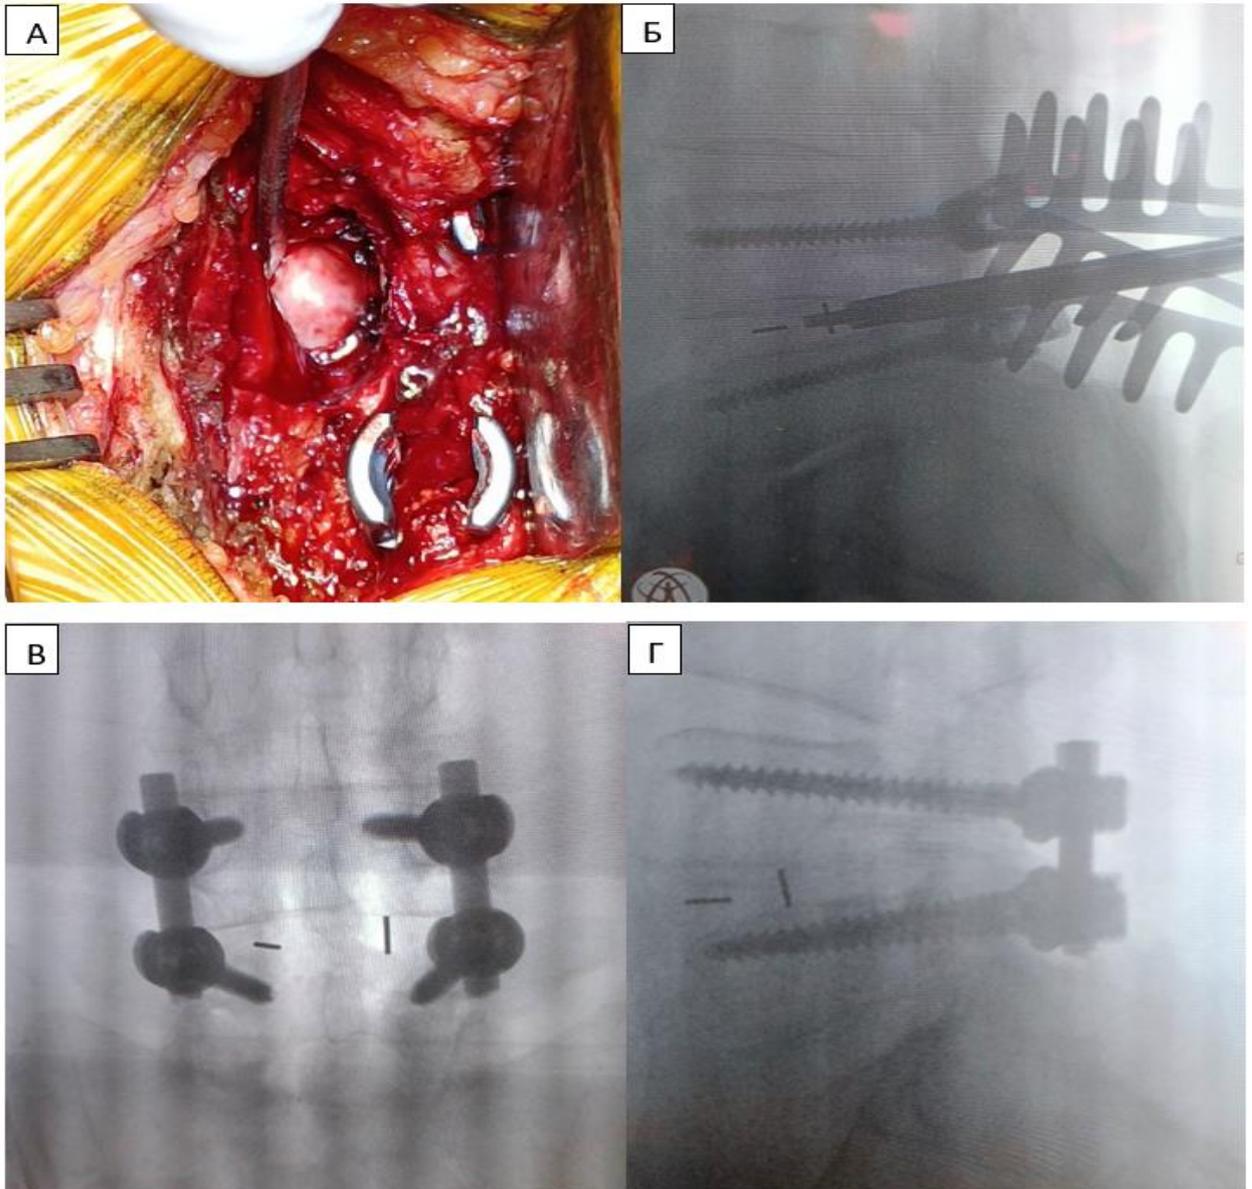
Интраоперационные снимки при трансфораминальном межтеловом спондилодезе. А – После фасетэктомии четко визуализируется грыжа межпозвонкового диска с минимальным втягиванием твердой мозговой оболочки. Б – Интраоперационный рентген при установке кейджа. В и Г – интраоперационный рентген, подтверждающий положение металлоконструкции
